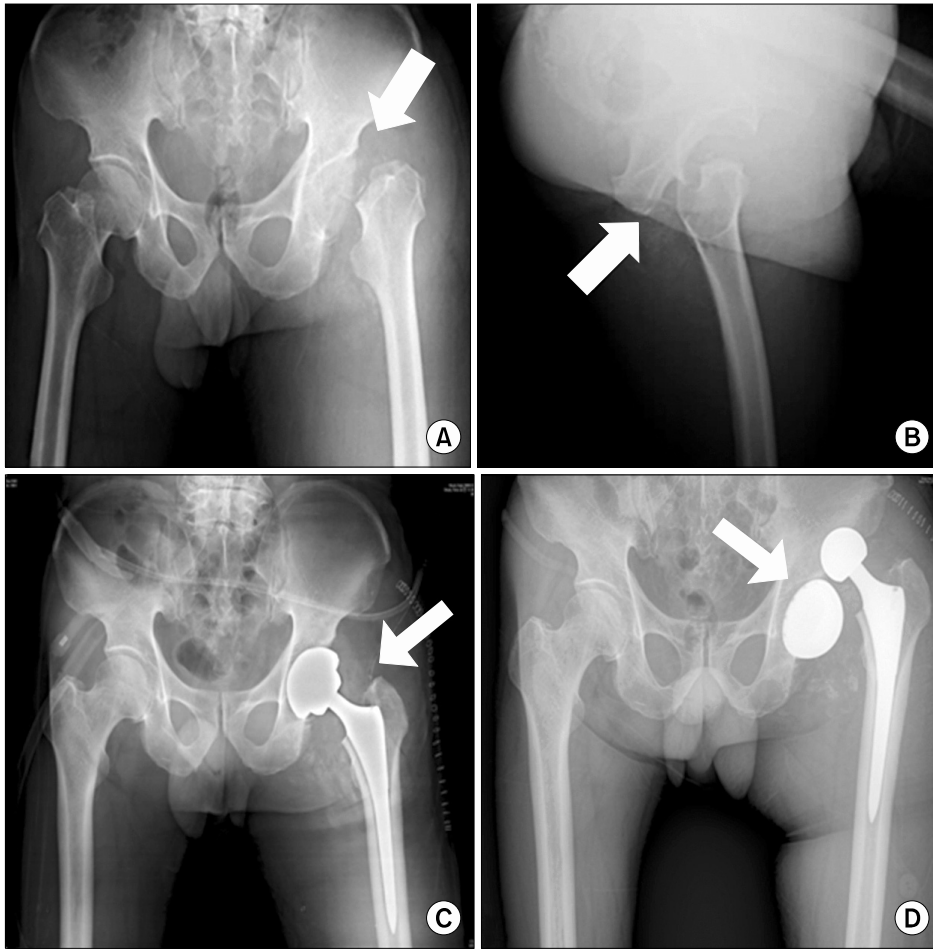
X-ray of the hip joint. Anterior (A) and axial (B) views of abnormal destructive bone change (arrow) at left femoral head. Upward displacement of remained left proximal femur. (C) Anterior image of postoperative status (arrow) of left femur. (D) Anterior image of dislocation (arrow) of left femur.
